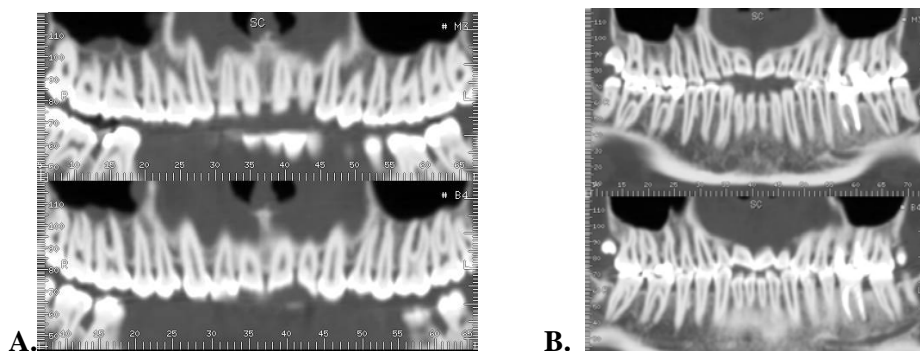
Badanie Dental-TK, rekonstrukcja trójwymiarowa.
